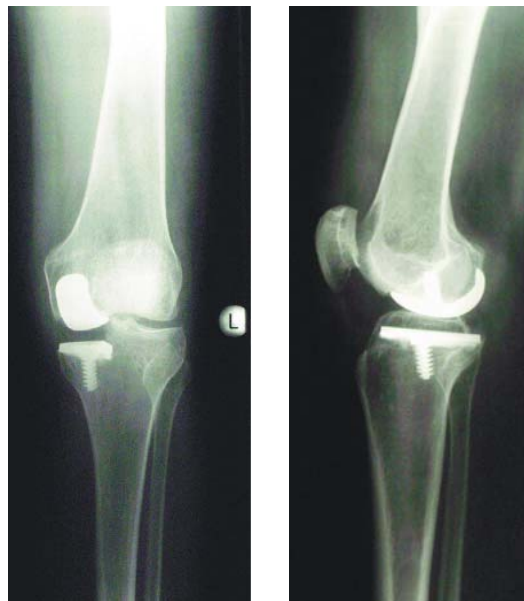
Röntgenaufnahme eines Kniegelenkes von vorn und seitlich nach Versorgung mit einem Hemschlitten
